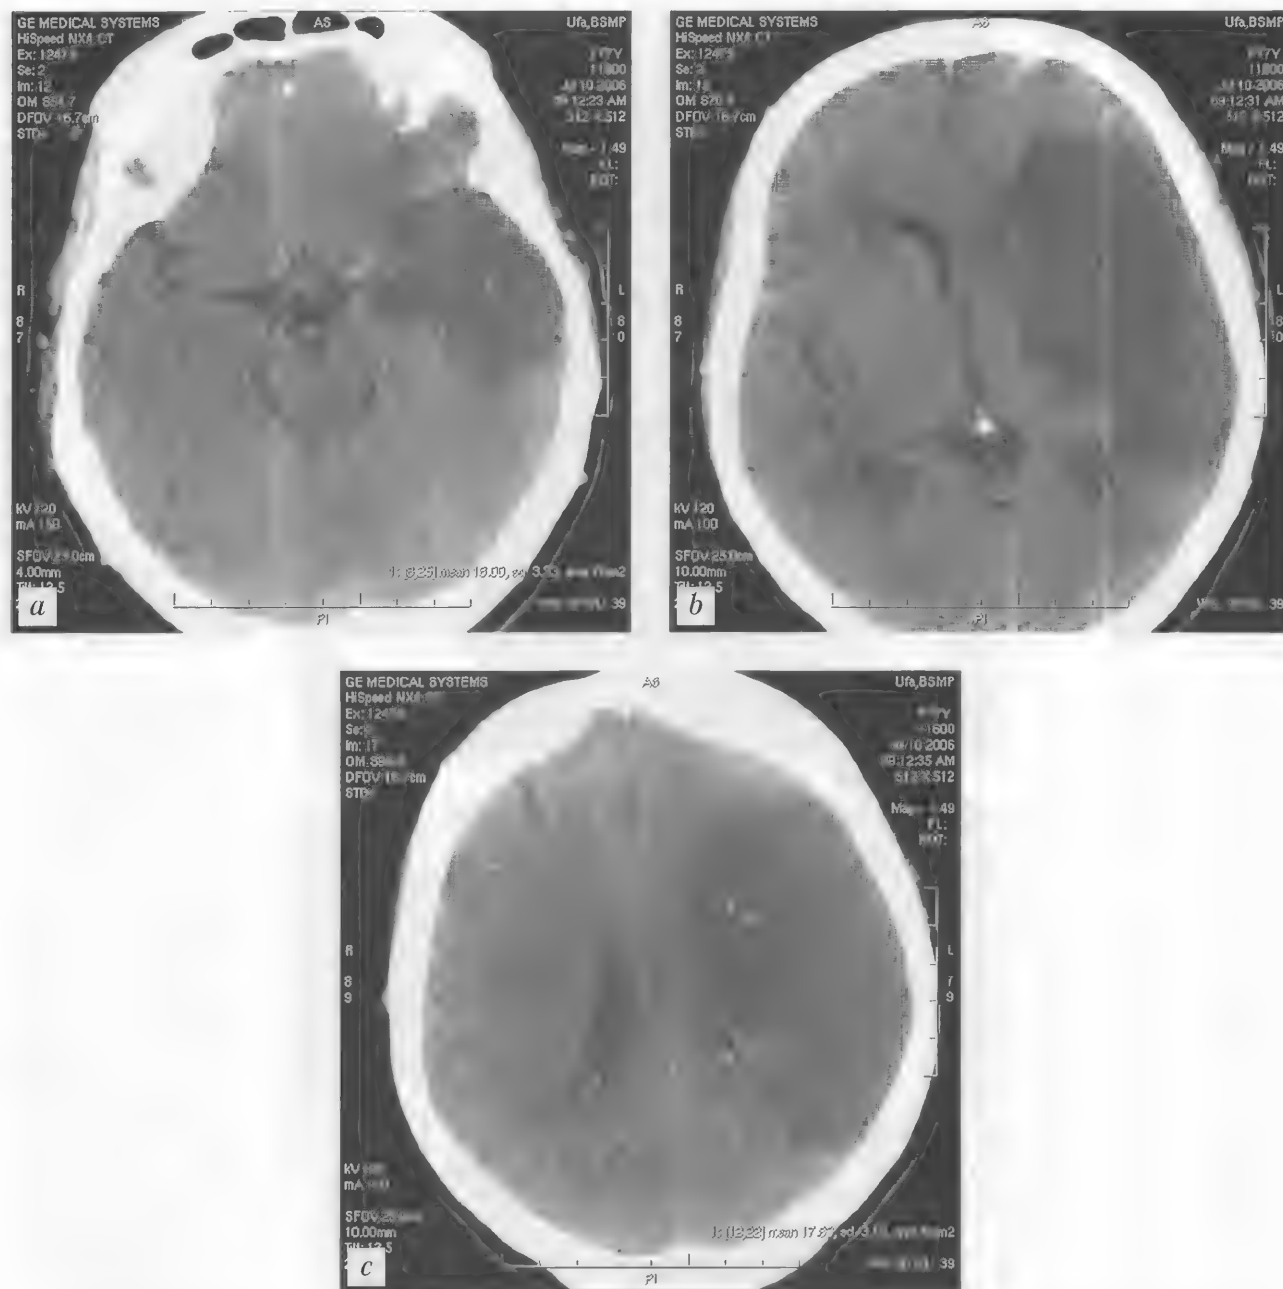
Больная С., 77 лет. Ишемический инсульт в системе кровоснабжения левой средней мозговой артерии. КТ (неконтрастная) — а–с
